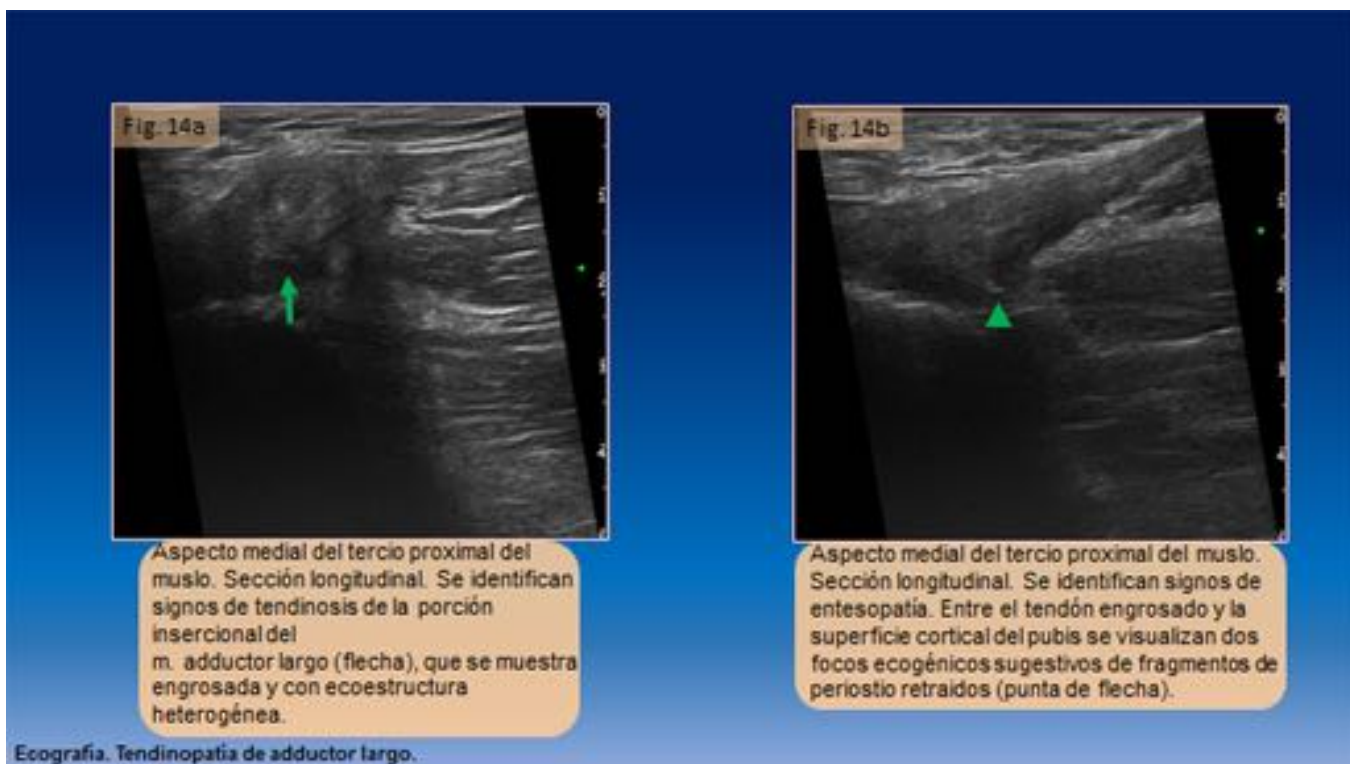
Ecografía. Tendinopatía.
